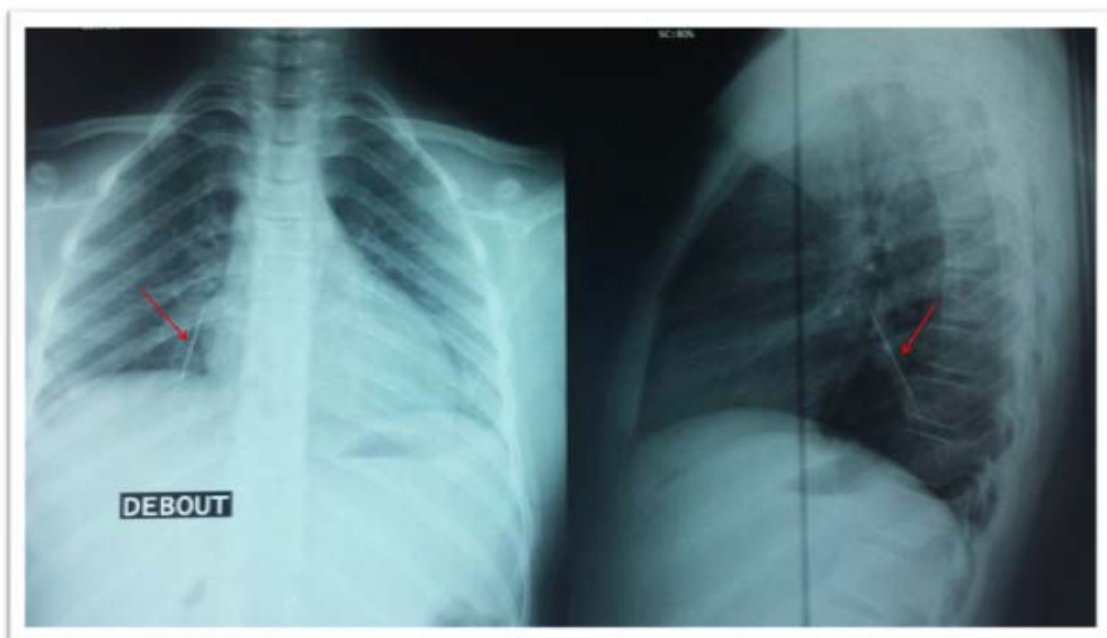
Radiographie thoracique face et profil montrant un CE radio-opaque (Épingle de foulard).
